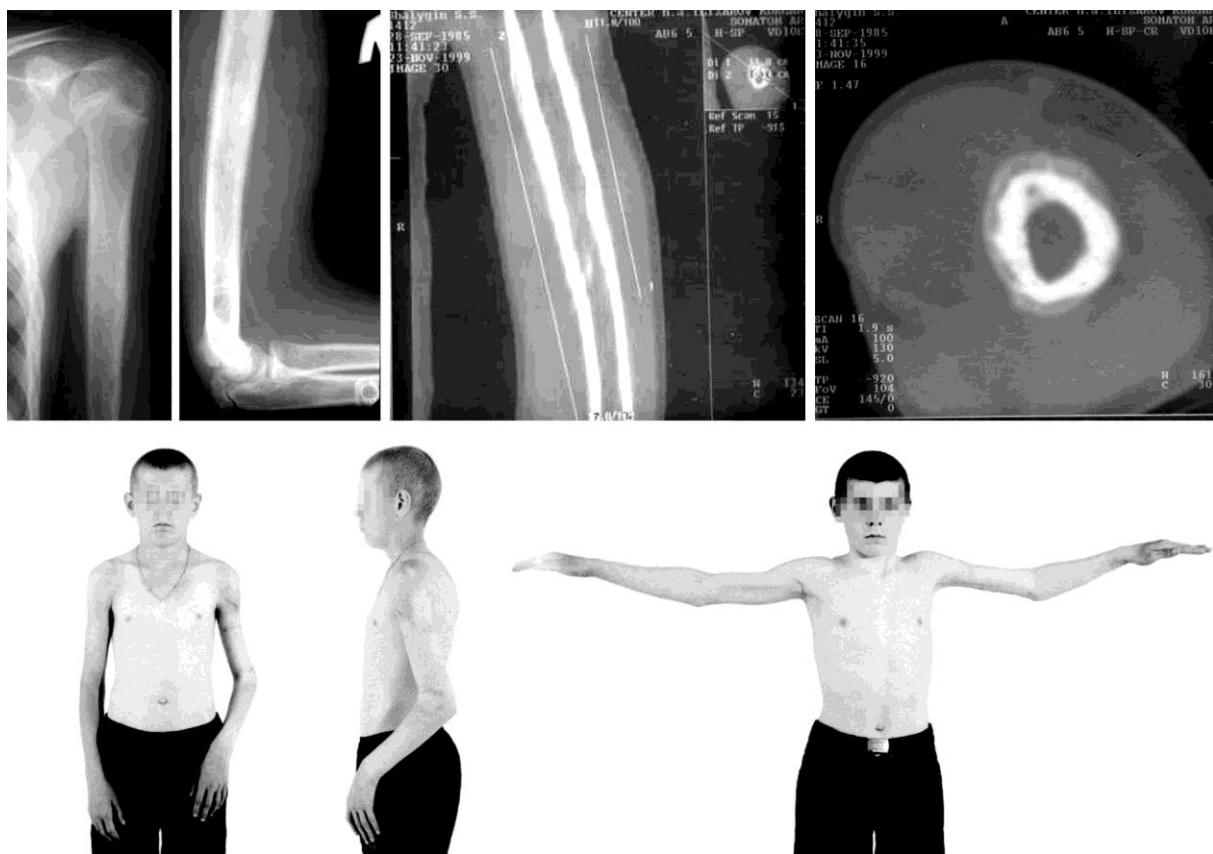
Рентгенограммы и фото больного III. до лечения
